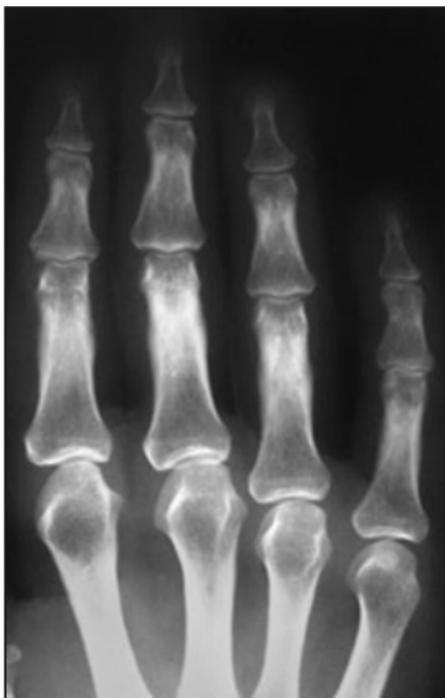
Radiografía de falanges que muestra osteopenia periarticular temprana. Tomada del libro Atlas of Rheumatoid Arthritis
